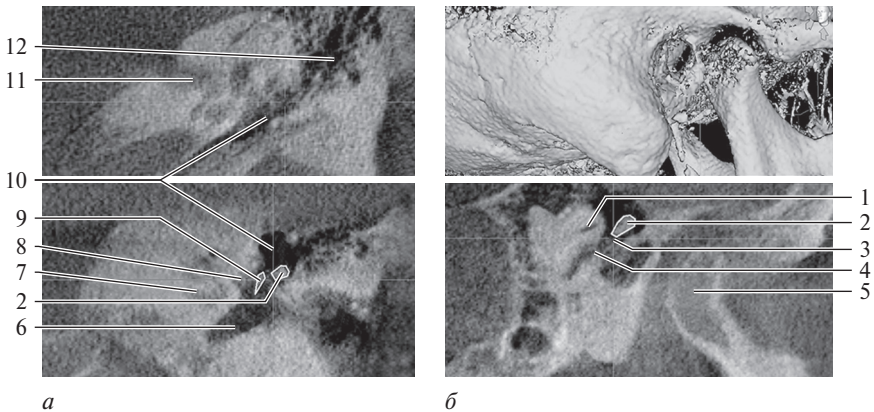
Конусно-лучевые компьютерные томограммы височных костей больной после стапедопластики на левом ухе (отосклероз). Во фронтальной (*а*) и в сагиттальной (*б*) плоскостях отмечены контуры наковальни, в сагиттальной плоскости обозначен ход канала лицевого нерва: 1 — горизонтальный полукружный канал; 2 — тело наковальни; 3 — линия перелома; 4 — канал лицевого нерва; 5 — височно-нижнечелюстной сустав; 6 — гипотимпанум; 7 — полукружные каналы; 8 — ниша окна преддверия; 9 — длинный отросток наковальни; 10 — аттик; 11 — внутренний слуховой проход; 12 — антрум
